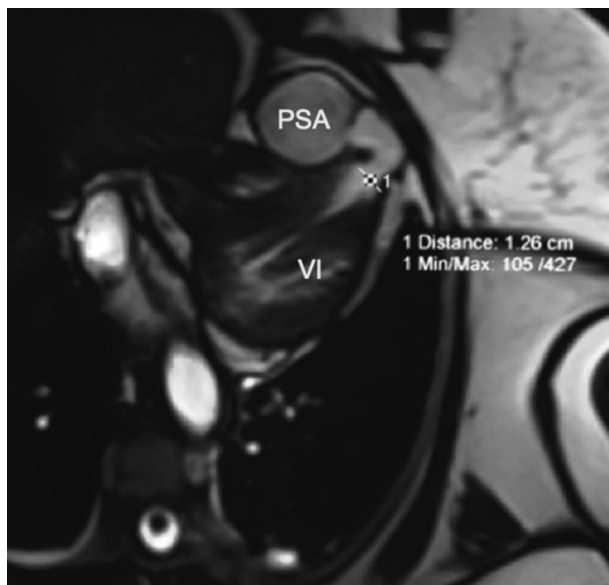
Corte axial por resonancia magnética nuclear. VI: Ventrículo izquierdo. PSA: Seudoaneurisma.
